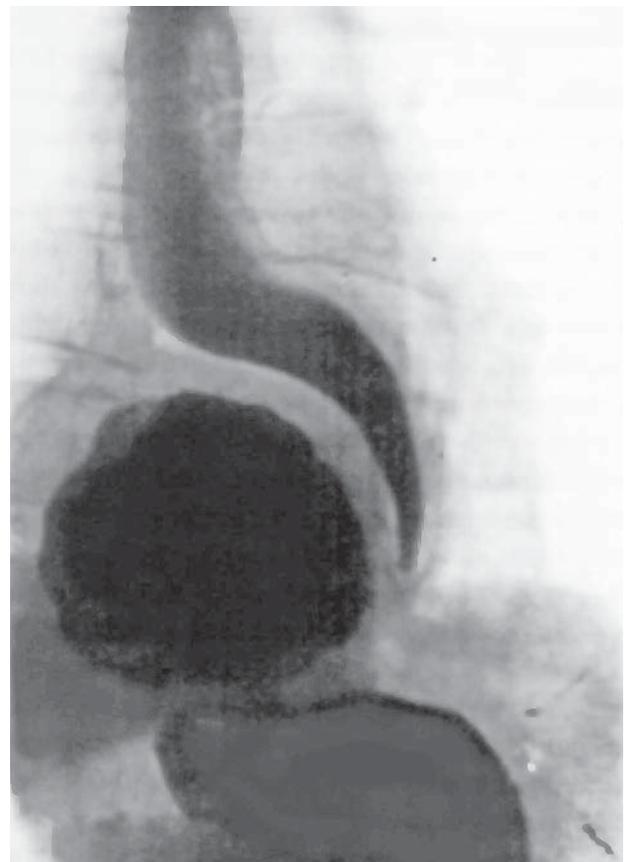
Рентгенограмма. Параэзофагеальная ГПОД (по Я.Г. Колкину и соавт., 1996 [6])
